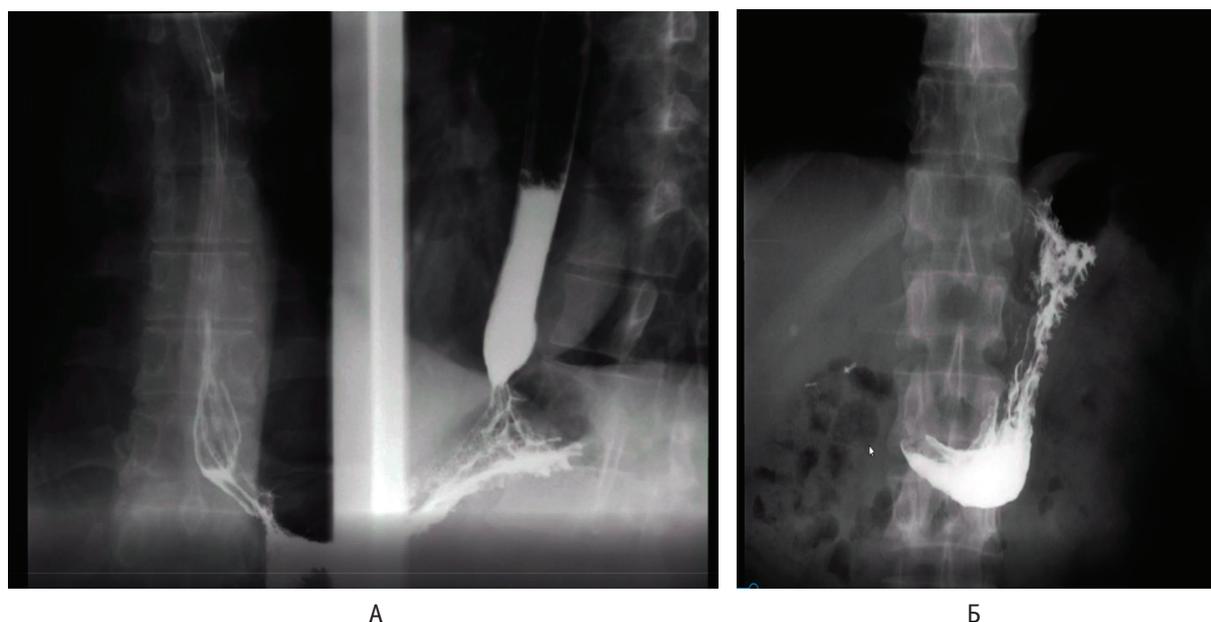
Рентгеноскопия пищевода в норме. А — вариант нормы — прохождение рентгенконтрастного вещества по пищеводу за 1–2 дыхательных движения; Б — раствор сульфата бария в желудке, полное смыкание кардии
